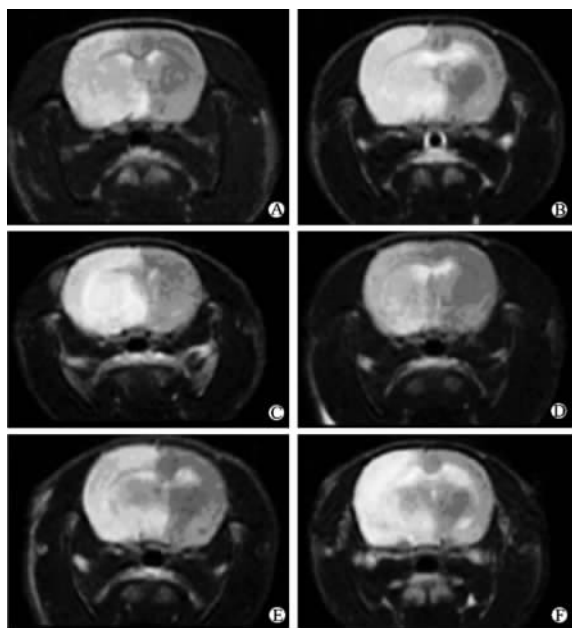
再灌注 6、30、54 h 时的 MRI 影像图
